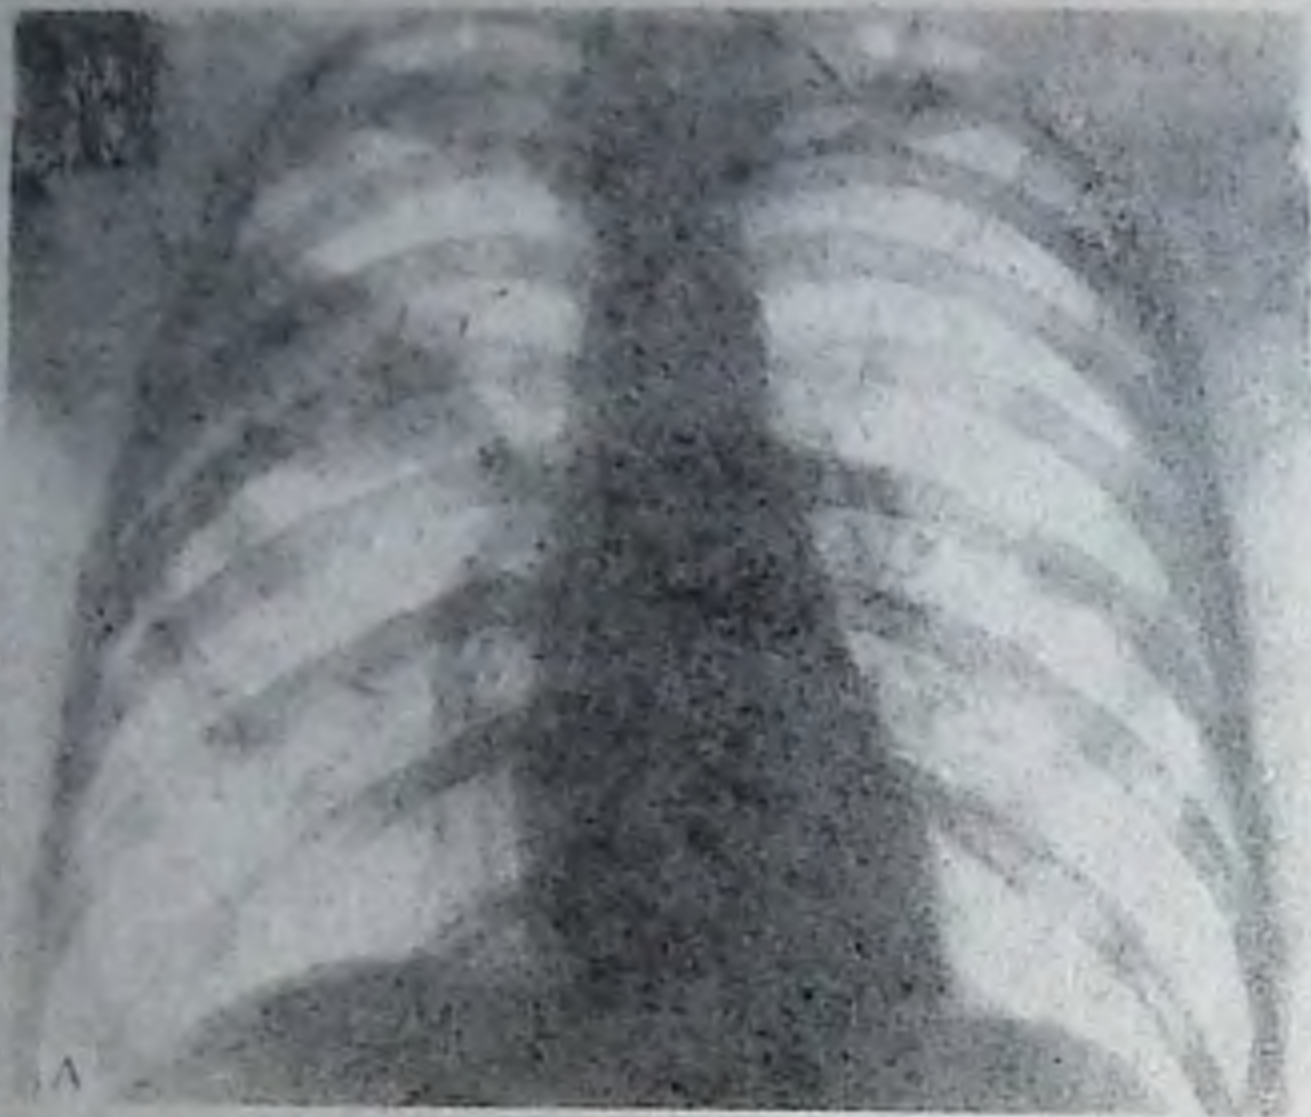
А. Рентгенограмма грудной клетки в прямой проекции. Справа между II—IV ребрами ограниченное затемнение слабой интенсивности с нечеткими контурами, связанное с корнем.
